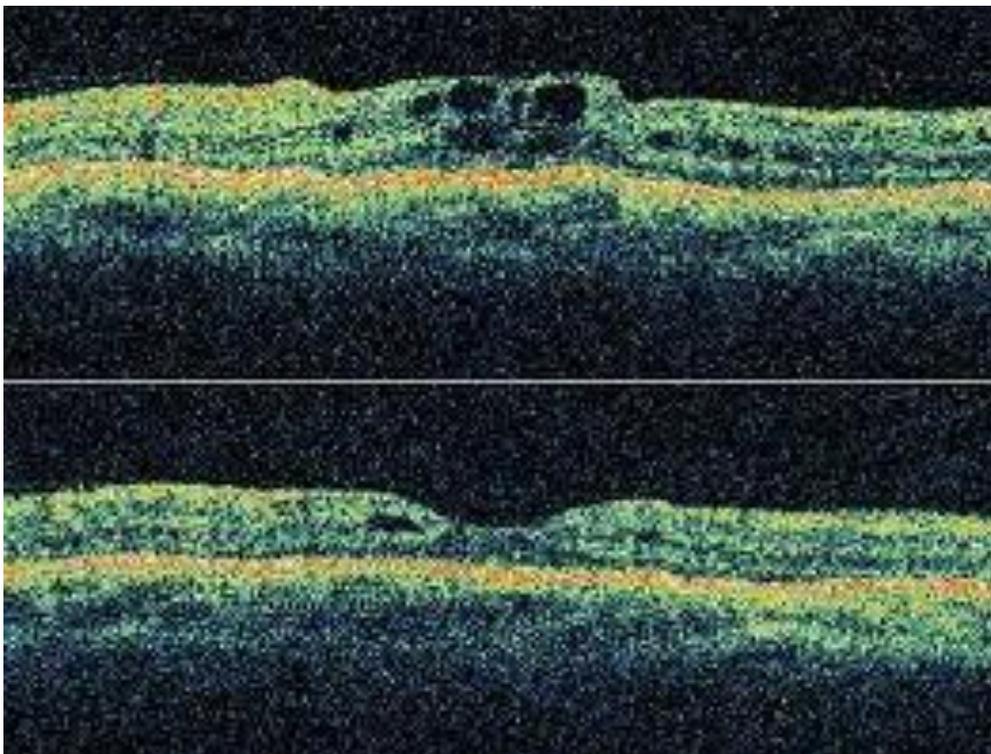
E 2: Fotografía de tomografía de coherencia óptica con engrosamiento cistoide, de 2 a 4 quistes hasta coalescencia de varios quistes.
